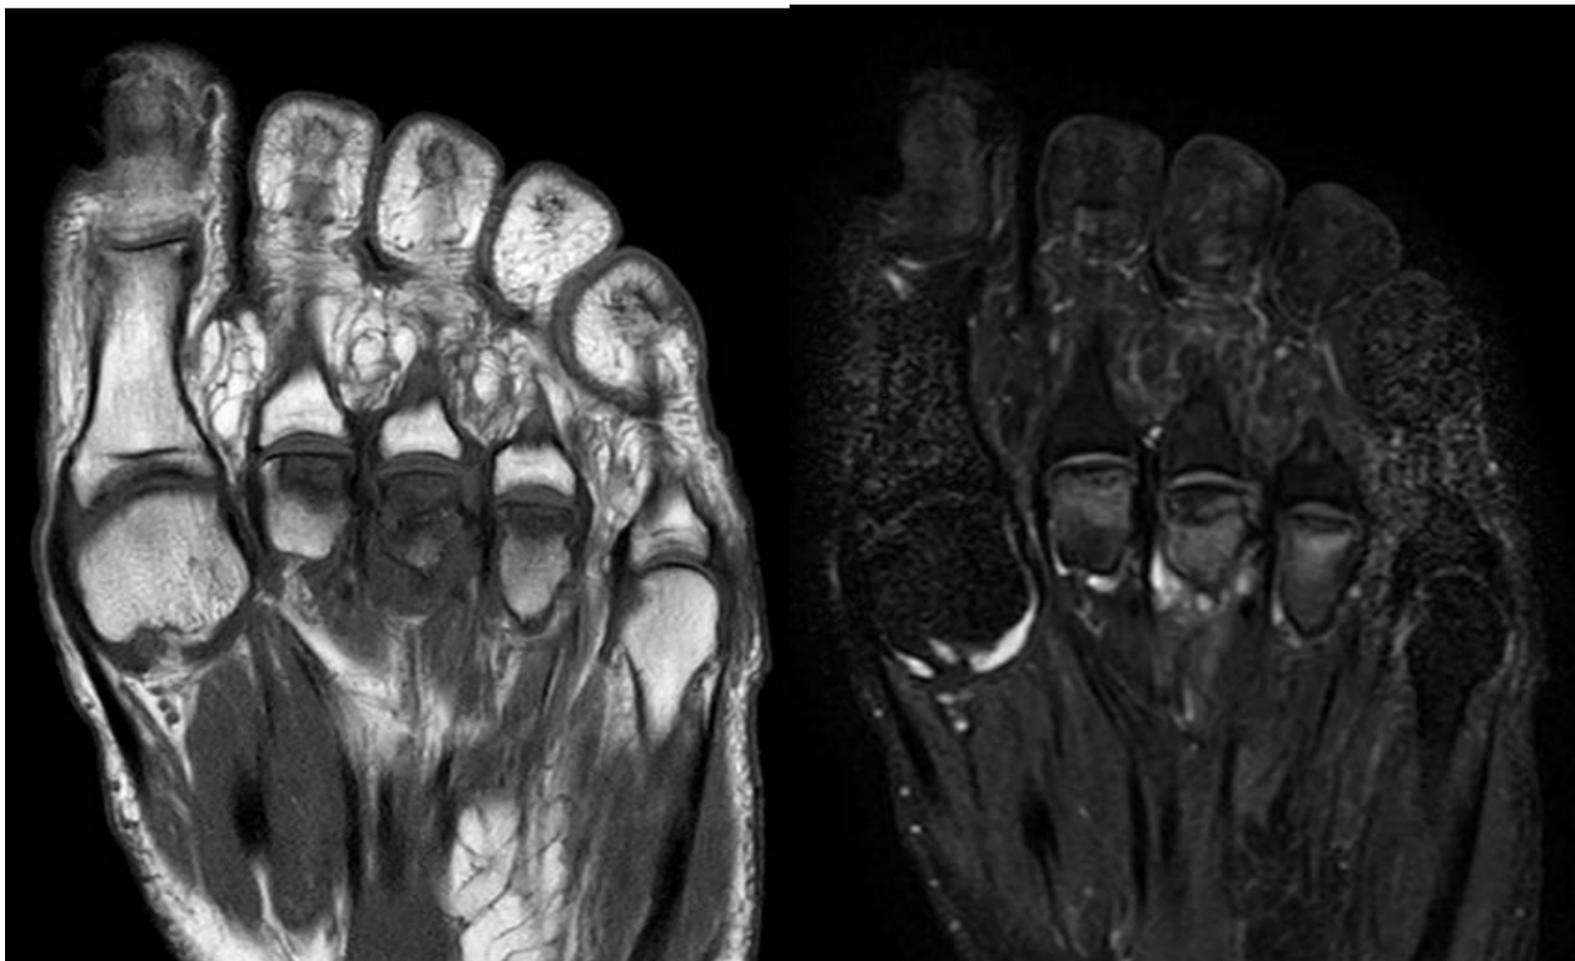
Imagen RM del antepié izquierdo sin contraste paramagnético con secuencias T1 y T2-Dixon en plano axial. Se objetiva banda subcondral en hiposeñal franca en T1 con señal variable (alta o intermedia) en T2-Dixon con afectación bien delimitada de las epífisis.
